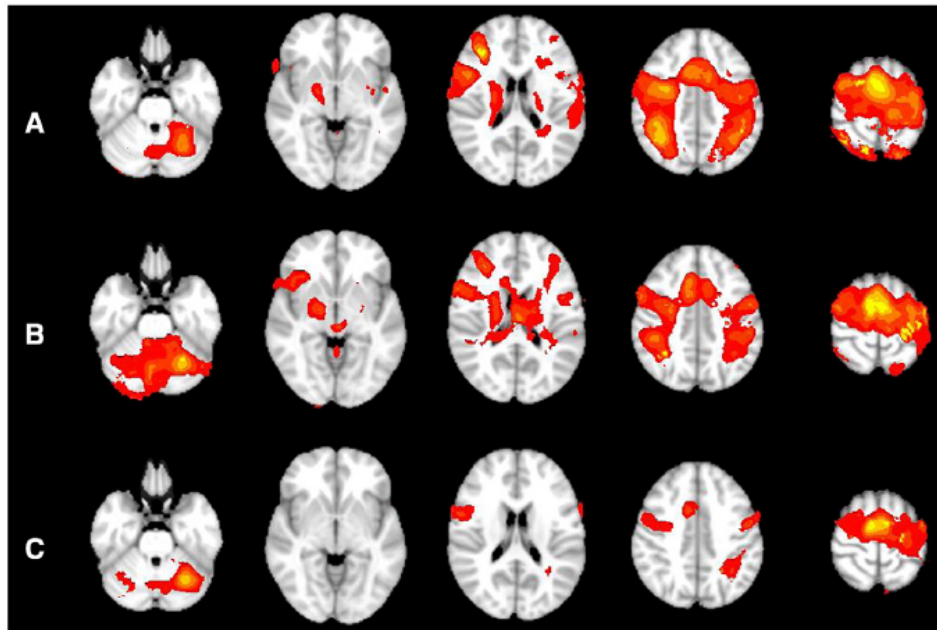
Functional MRI activation during imagery of finger movement (A) before BoNT-A treatment, (B) 4 and (C) 11 weeks after BoNT-A application. Group average statistical maps (z-score) are overlaid in color on the MNI anatomical template. Right side of the brain is displayed on the left.
